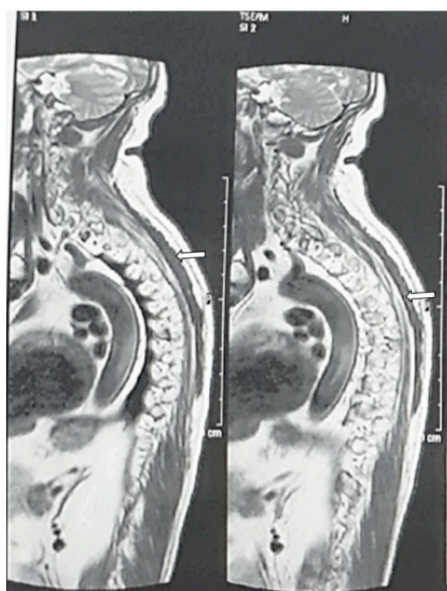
RM da medula espinhal cervical com hipersinal (setas) em imagens T2.
